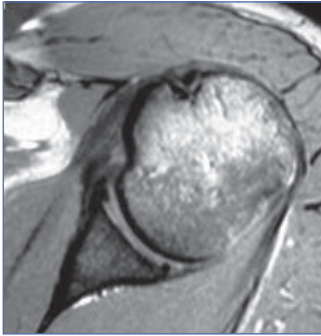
Resonancia magnética demostrando una disminución del espacio coracohumeral, factor anatómico que interviene de manera directa en las rupturas del tendón del subescapular.
